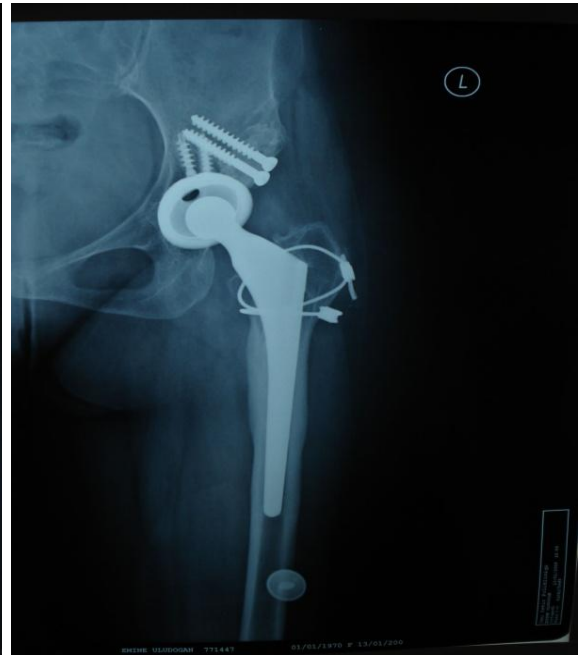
Preop Kalça Grafisi
